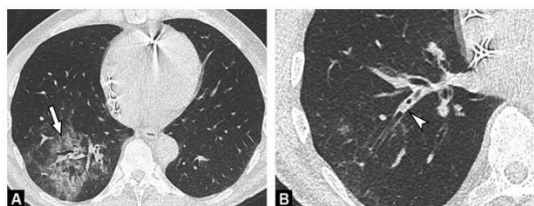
Imagens de TC sem contraste de homem de 45 anos com pneumonia bacteriana. São demonstradas opacidades em vidro despolido (seta) limitadas ao segmento posterior e lateral do lobo inferior direito (A), associadas a secreções endobrônquicas (B) (ponta de seta) mais proximalmente.
